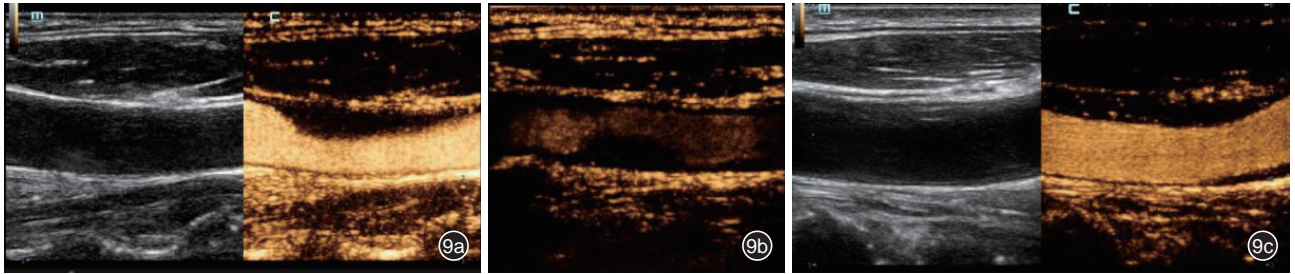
斑块内新生血管的超声造影增强程度超声图像。图a示无新生血管:斑块内无明显微泡显影;图b为少量新生血管:斑块内少量微泡显影,微泡分布于斑块基底部;图c为新生血管丰富:斑块内见大量微泡显影,微泡分布于斑块表面及基底部
